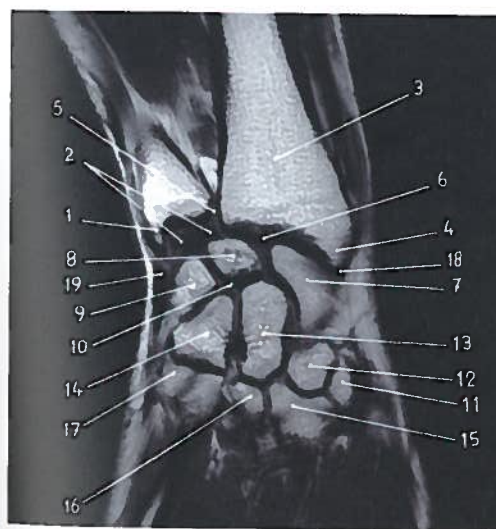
Corte RM coronal do punho esquerdo
